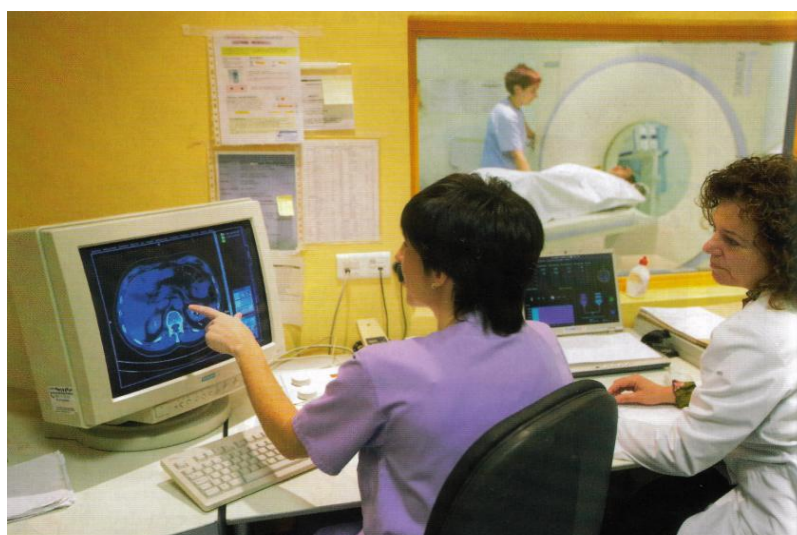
Электронно-позитронная магнитно-резонансная томография мозга
